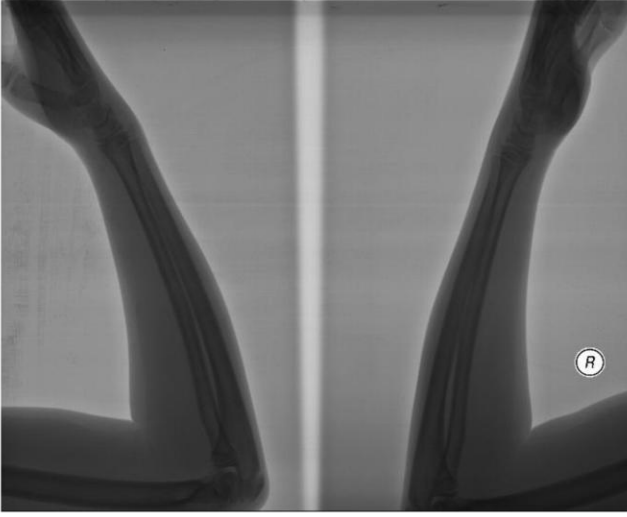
Mukayeseli yan el bilek grafisi
